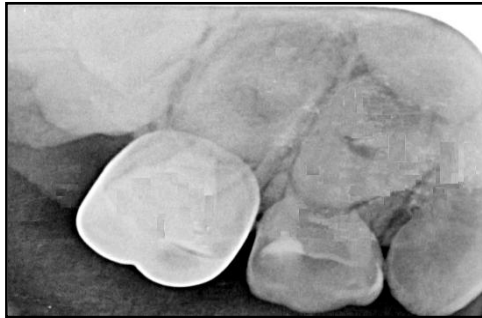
Radiografía de la corona
